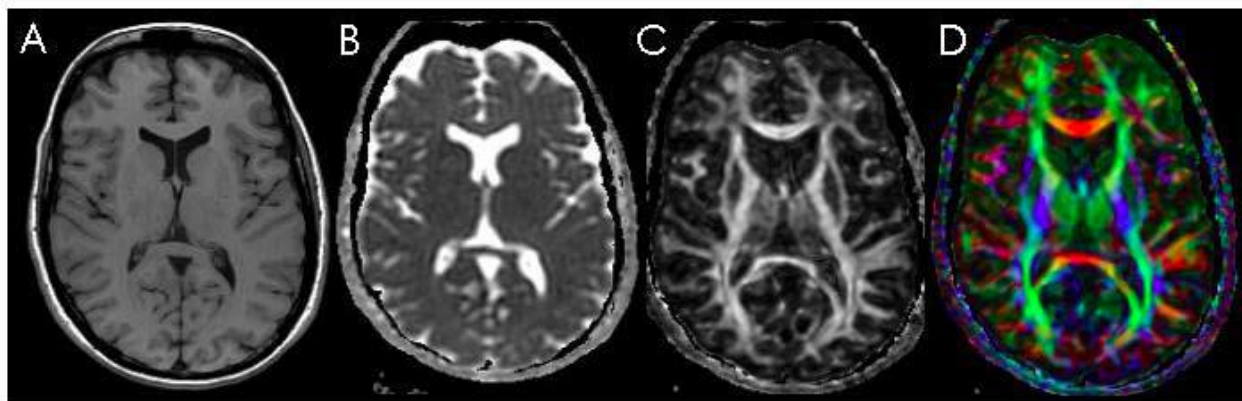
Imagens de ressonância magnética (RM) de indivíduo-controle no plano axial de mesma localização. A. RM ponderada em T1; B. mapa de difusibilidade Trace – independente da direção; C. mapa de anisotropia fracional (FA); D. mapa de FA codificado em cores, segundo orientação dos feixes: fibras em disposição látero-lateral em vermelho, fibras em disposição ântero-posterior em verde e fibras em disposição supero-inferior em azul.
